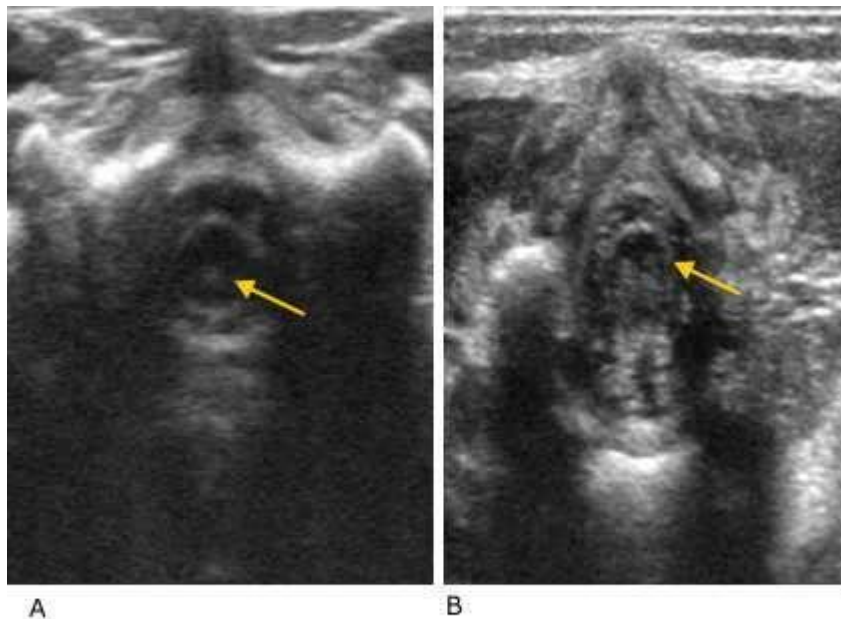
Ultrasonido en corte axial. A: columna dorsal baja normal. B: columna lumbo-sacra que muestra la médula dividida en 2 hemimédulas.
